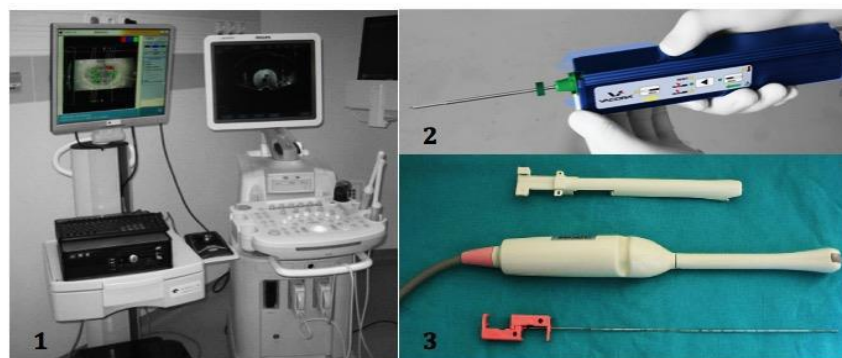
matériels de biopsies, en 1 échographie et système de fusion d'image, en 2 aiguille à biopsie, en 3 sonde échographique et viseur, d'après « Em-consult ».
